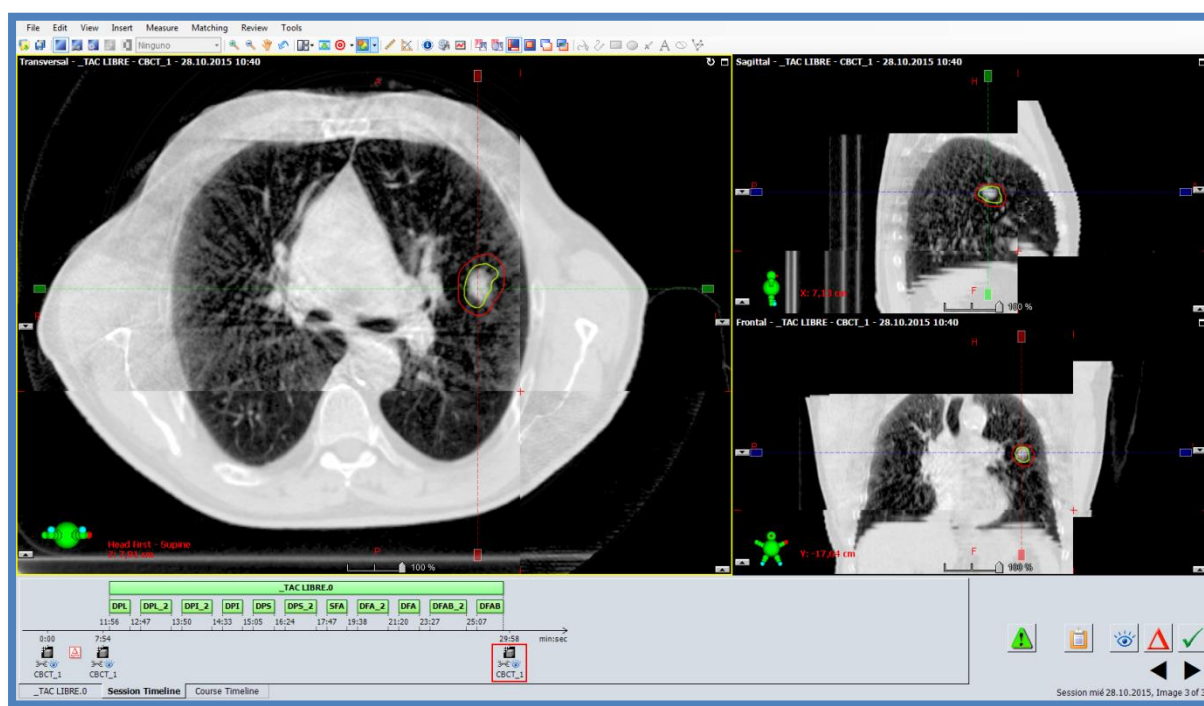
CBCT realizado tras tratamiento para verificar la inclusión del tumor (GTV) en el PTV planificado. ITV en verde. PTV en rojo.
